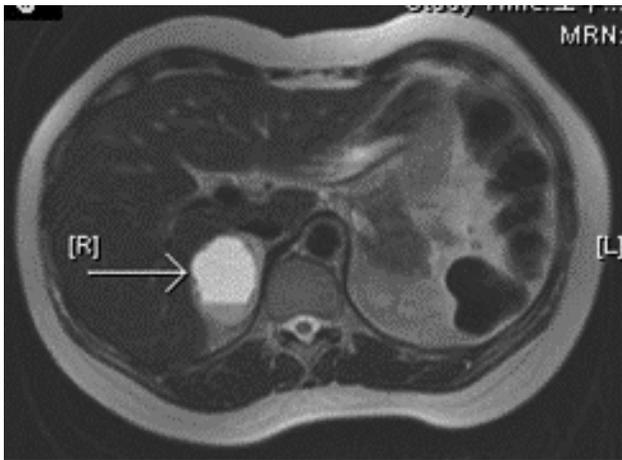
T2-weighted-MRI (T2W) shows a 5-cm well-enhancing mass with central necrosis in the right adrenal gland.
